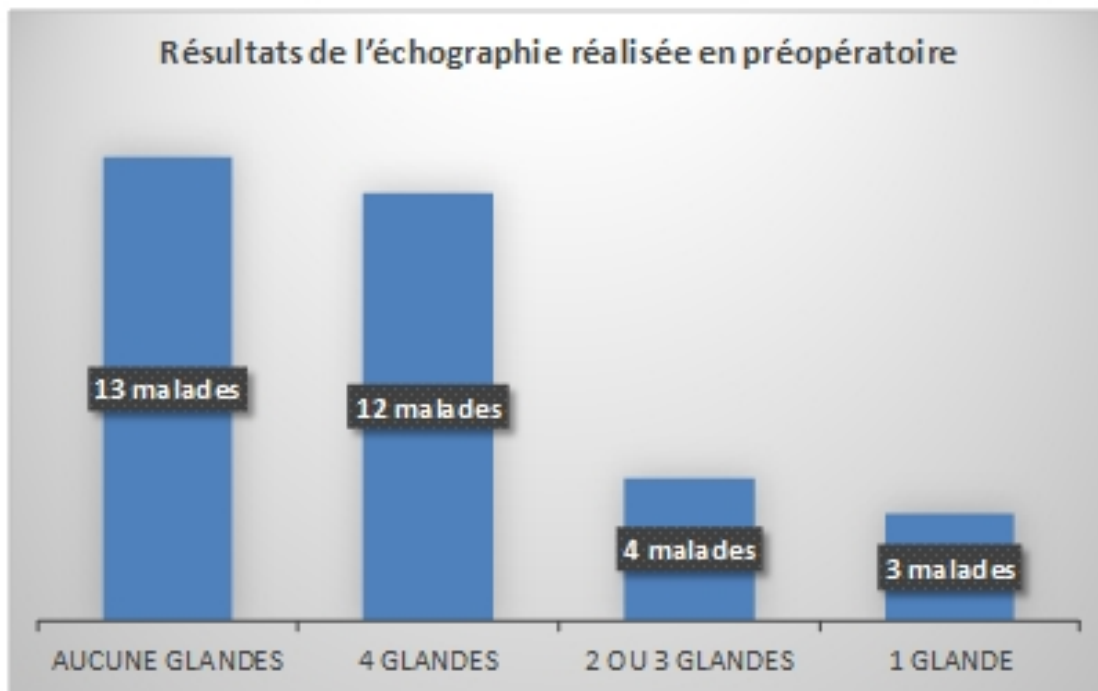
Nombre de glande détectée à l'échographie préopératoire.
